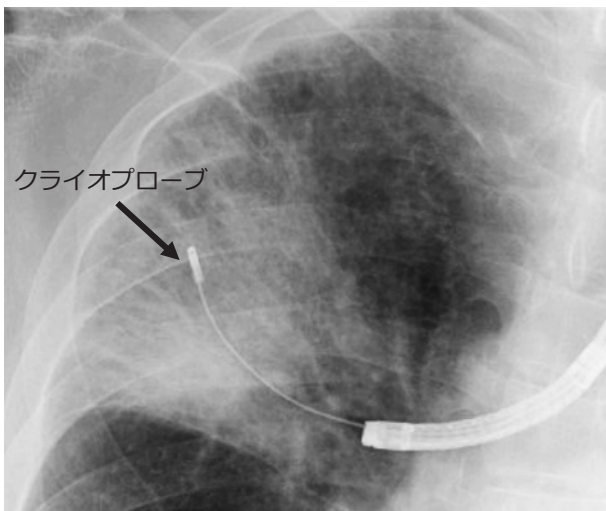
X線によるクライオプローブ先端の位置確認.
